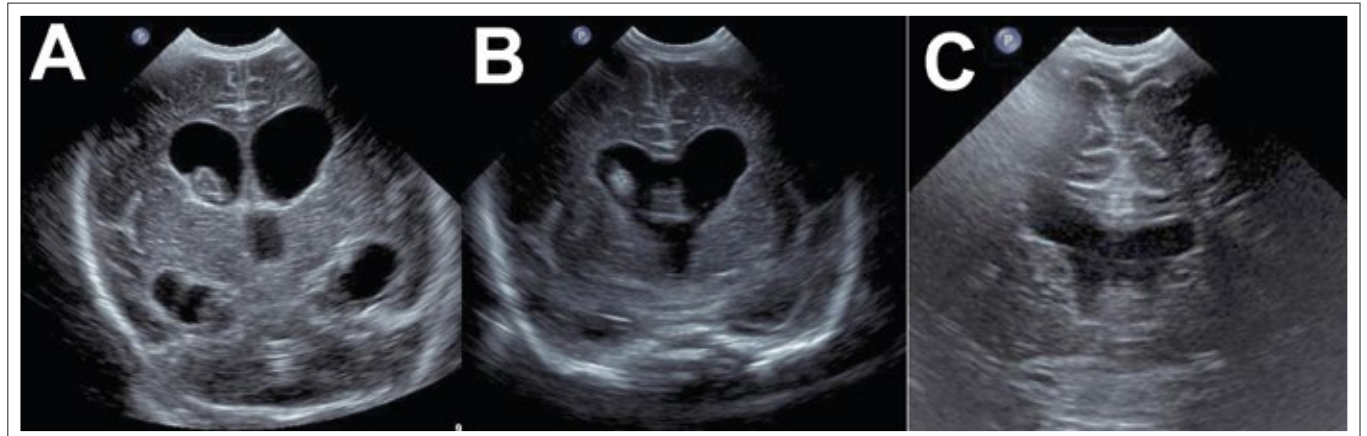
Zerebrale Sonografie zum Zeitpunkt der Indikationsstellung zur NEL (A), am 1. postoperativen Tag (B) und 1 Jahr nach der NEL (C)
